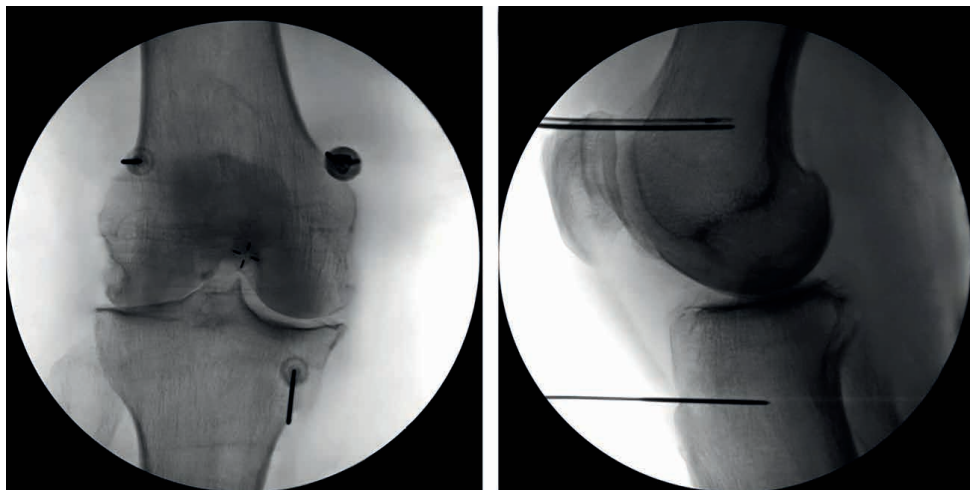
A. Na radiografia em visão anteroposterior, a agulha é colocada na região metafisária. A dica é justamente onde ocorre o “afilamento” da cortical, para o NGSL, para o NGSM e para o NGIM. B. Na radiografia em visão de perfil, a profundidade da agulha é no encontro dos 2 terços anteriores com o terço posterior do fêmur para o NGSL e NGSM. Para o NGIM, a profundidade da agulha é no encontro dos 2 terços anteriores com o terço posterior da tíbia. Para o NSP, a agulha é colocada de tal forma a atingir a região central da cortical femoral.
